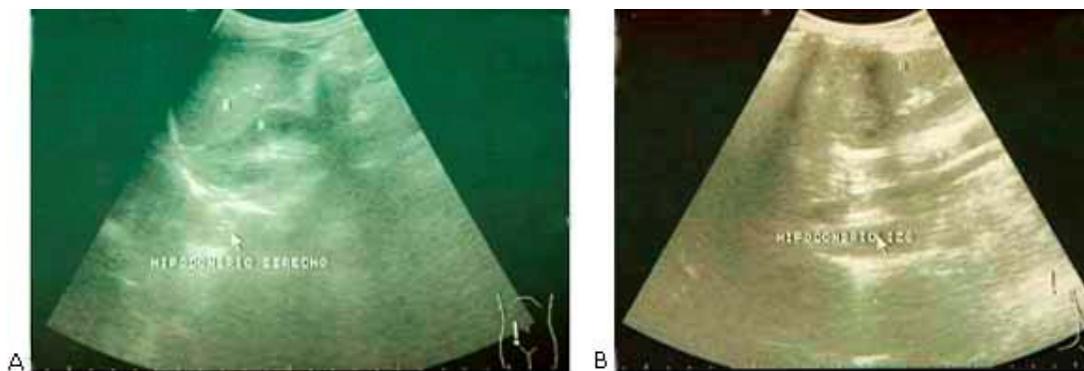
A y B. Ultrasonido abdominal. Se observa el bazo en el hipocondrio derecho (A); y en el hipocondrio izquierdo, el hígado (B).
